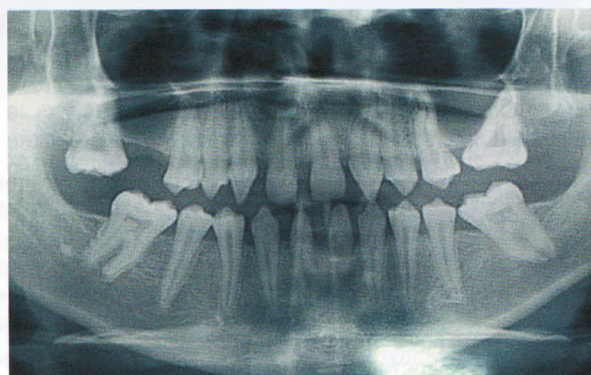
Ортопантомография того же пациента.
